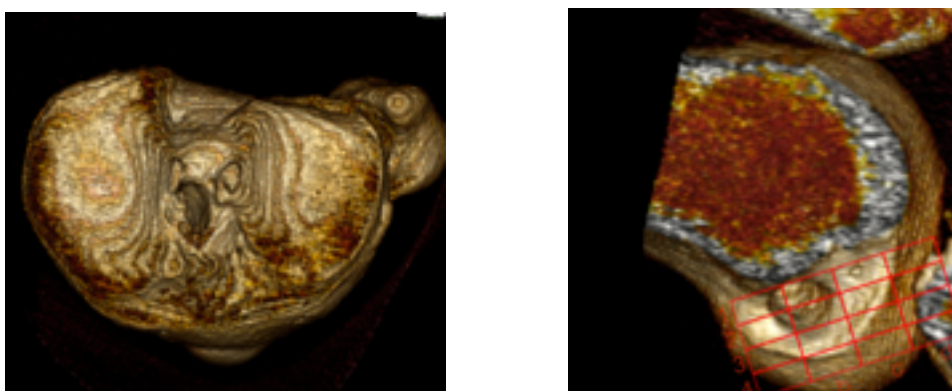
Reconstrucción con TC de los túneles del Caso 2
